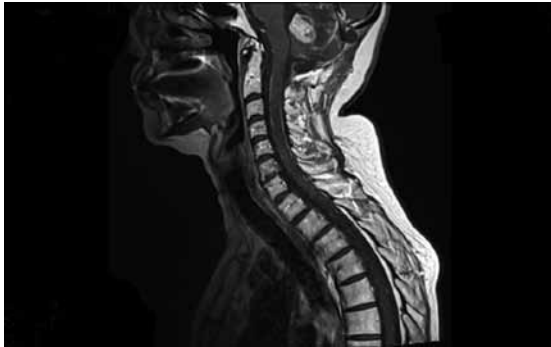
Множественные метастазы рака молочной железы в спинном мозге. На МРТ-изображениях с контрастным усилением визуализируется картина канцероматоза вещества и оболочек спинного мозга
